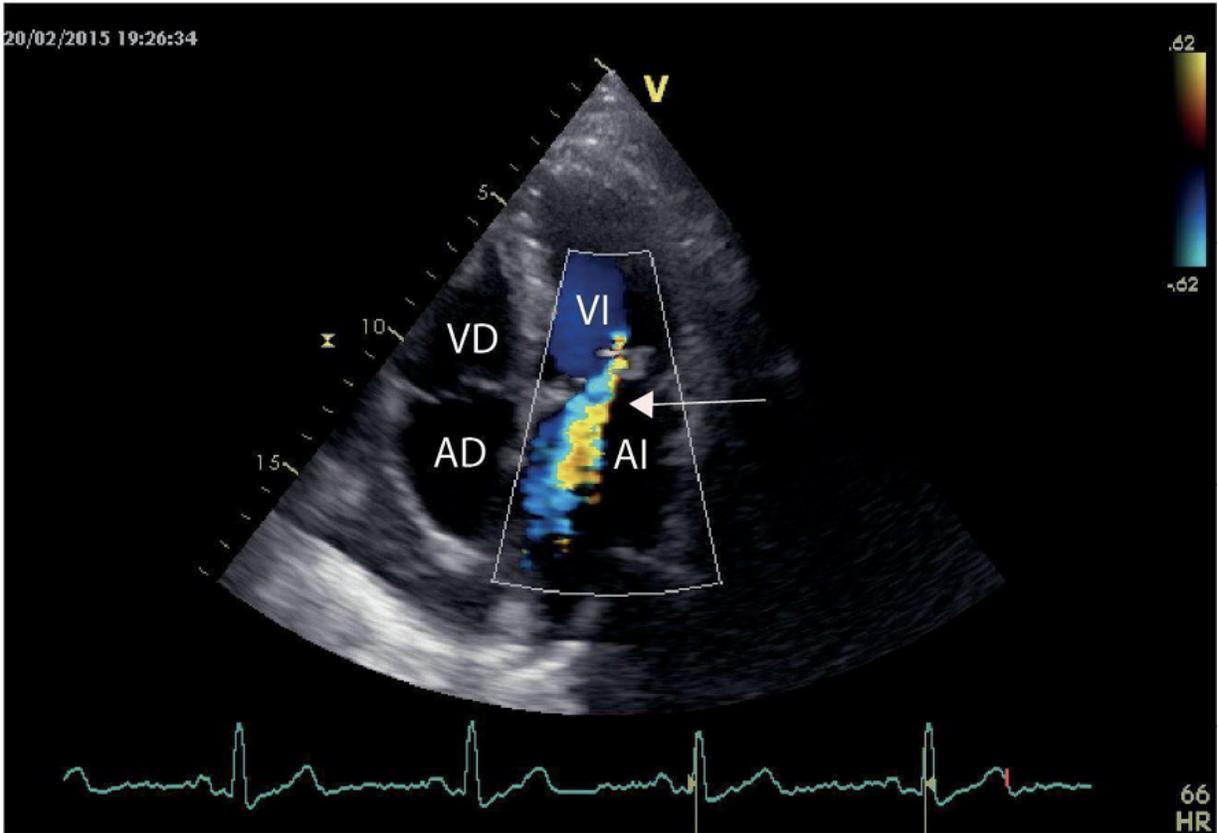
Insuficiencia mitral excéntrica dirigida hacia el septum interauricular. Proyección apical cuatro cámaras con Doppler color.
